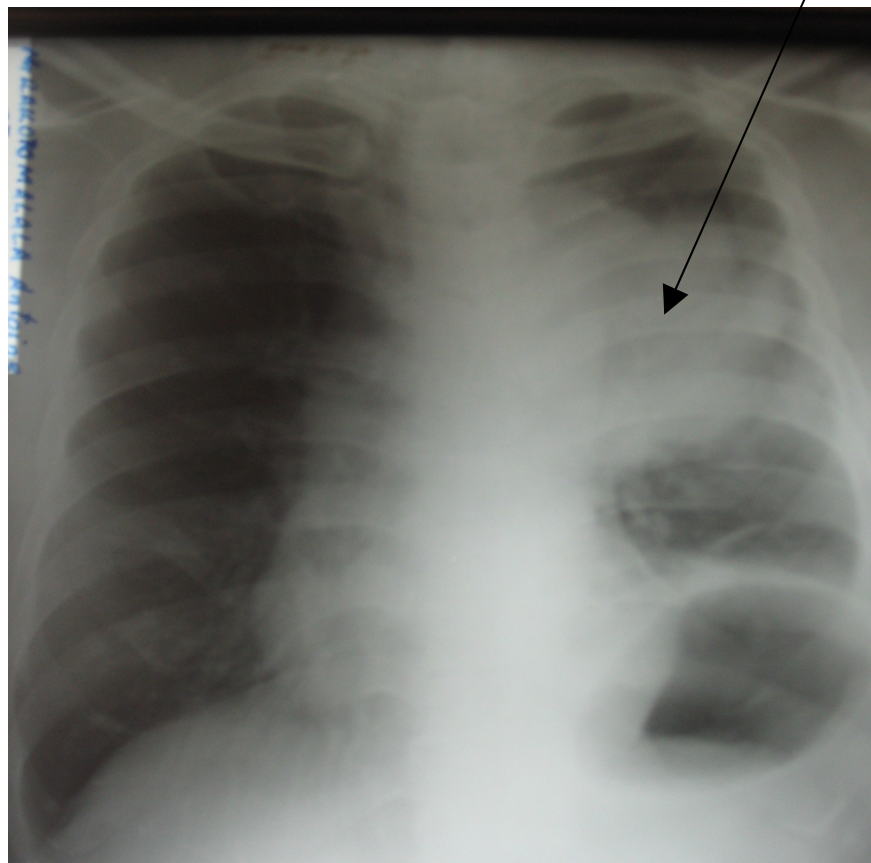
Radiographie thoracique de face montrant une opacité latéro-trachéale gauche.
